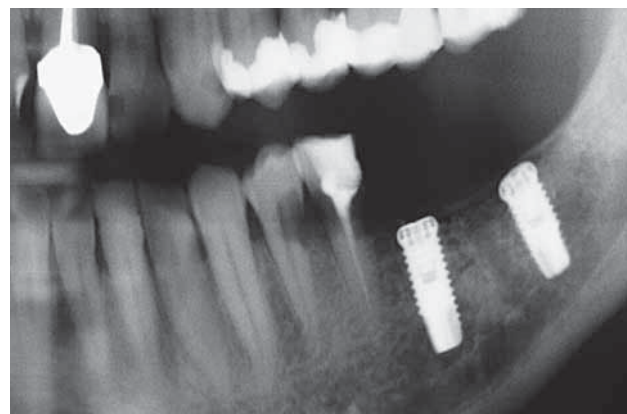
Orthopantomogram (OPT) vom 11. 3. 2003 vor Implantatfreilegung; Zähne 34 und 35 zeigen externe Wurzelresorptionen.
